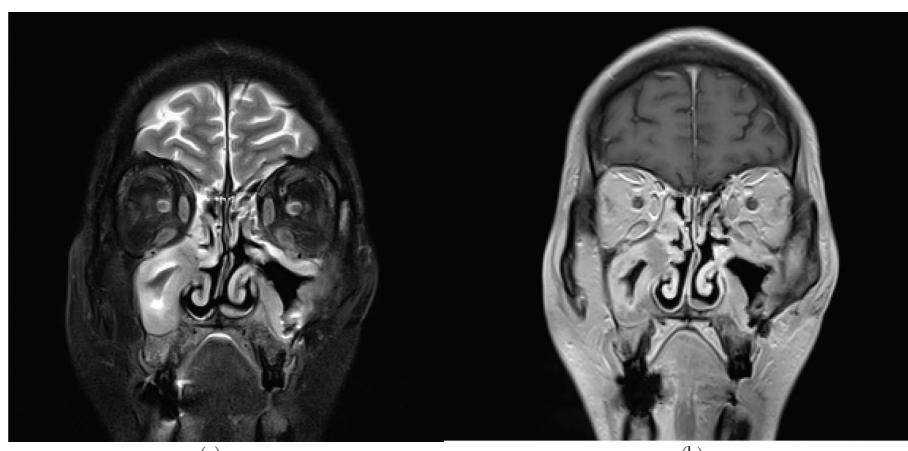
MRI images of the orbits, coronal view
